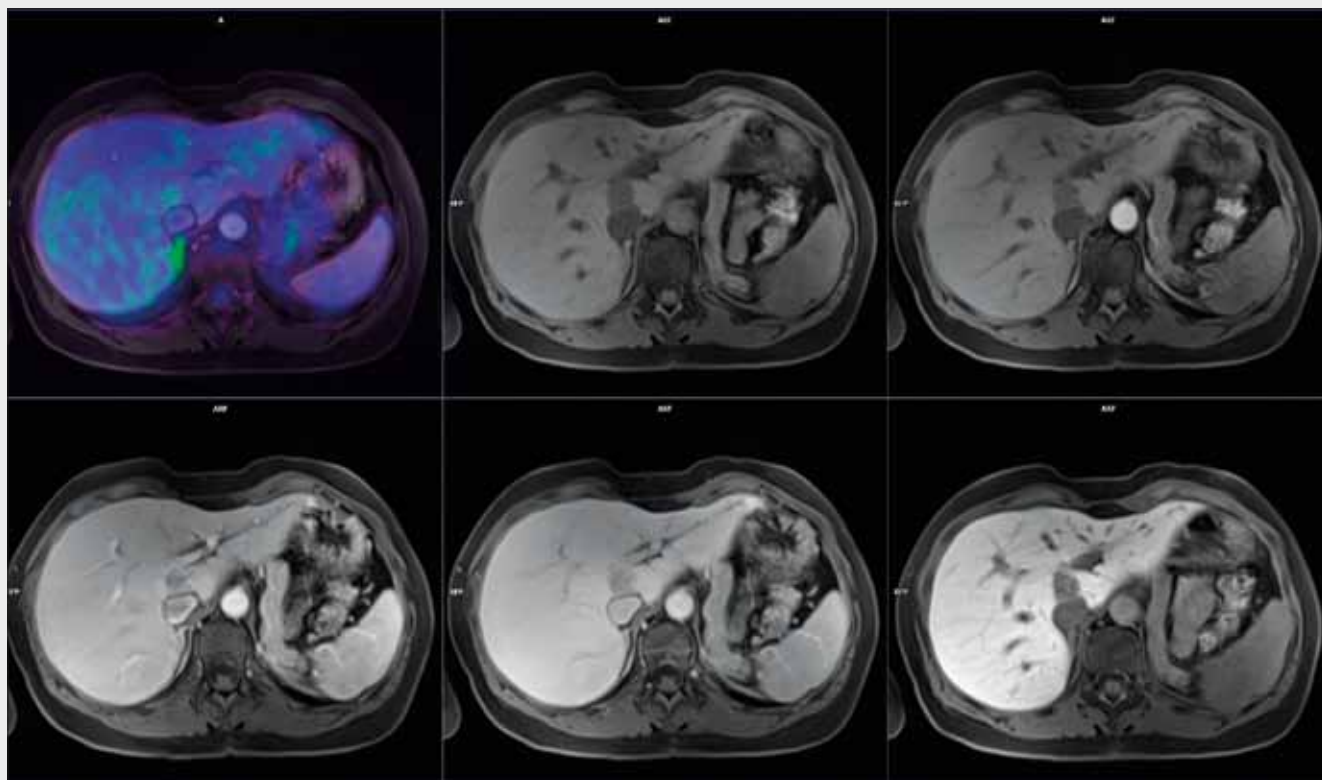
^{18}F -FDG-PET/MR, metastáza kolorektálního karcinomu: shora zleva fúze PET/MR, MR v arteriální, portální, pozdní extracelulární fázi, dále v hepatospecifické fázi po 10 a 30 minutách
